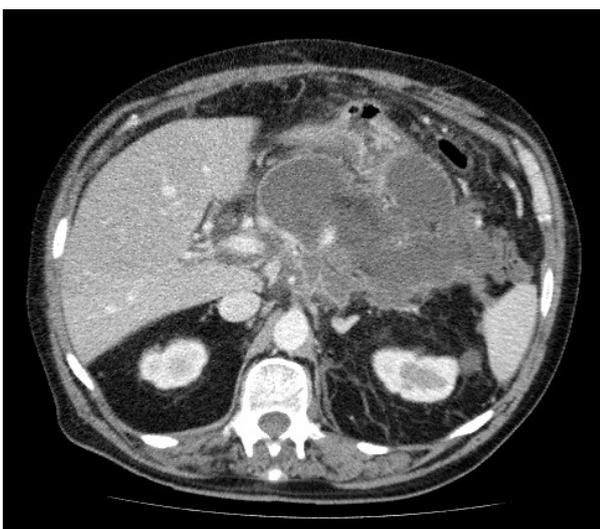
Initial abdominal CT image, Large amount of air-containing fluid collection associated with necrotizing pancreatitis.
